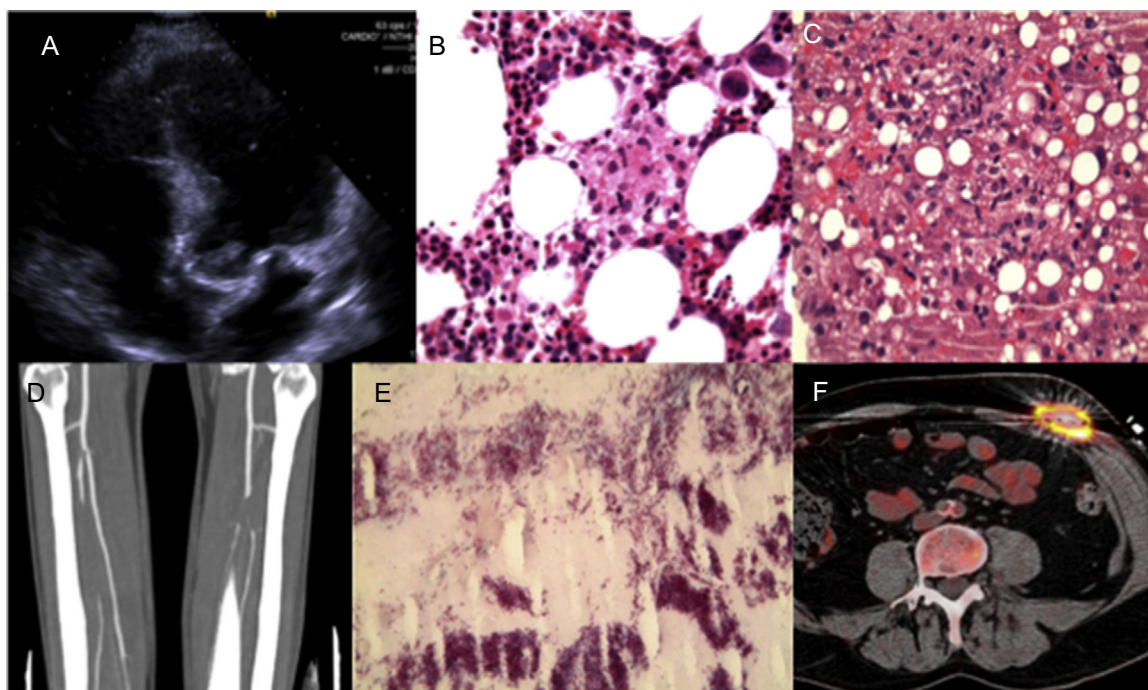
Endocarditis aórtica protésica por *Mycobacterium chimaera* complicada con síndrome hemofagocítico. A: vegetación aórtica en la comisura sigmoidea no coronariana. B: hemofagocitosis observada mediante tinción con hematoxilina-eosina de biopsia de médula ósea. C: granulomas hepáticos visibles mediante hematoxilina-eosina de biopsia hepática. D: oclusión de la arteria tibioperonea, visible por angiografía. E: bacilos resistentes a ácido-alcohol en hematoxilina-eosina de embolia tibioperonea. F: imagen de tomografía por emisión de positrones.
